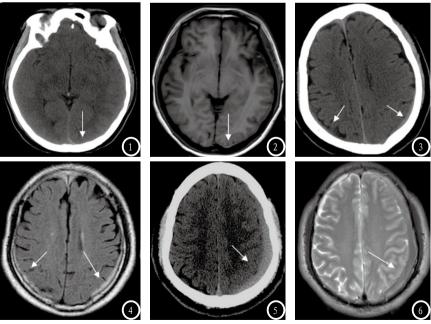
同一患者左侧颞枕部少量硬膜下出血,图1 CT平扫左侧颞枕部颅骨内板下未见明显异常密度;图2 磁共振T1WI示左侧颞枕部约1-2mm线状高信号。图3-4 同一患者双侧顶部少量硬膜下出血,图3 CT左侧顶部颅骨内板下线状稍高密度,右侧顶骨内板下未见明确异常密度。图4 磁共振FLAIR示左侧顶部厚度约6mm高信号,右侧顶部厚度约3mm高信号。图5-6 同一患者左侧额顶部较多硬膜下出血,图5 CT示左侧额顶部新月形高密度,厚度约12mm,图6磁共振T2WI左侧额顶部新月形低信号。
